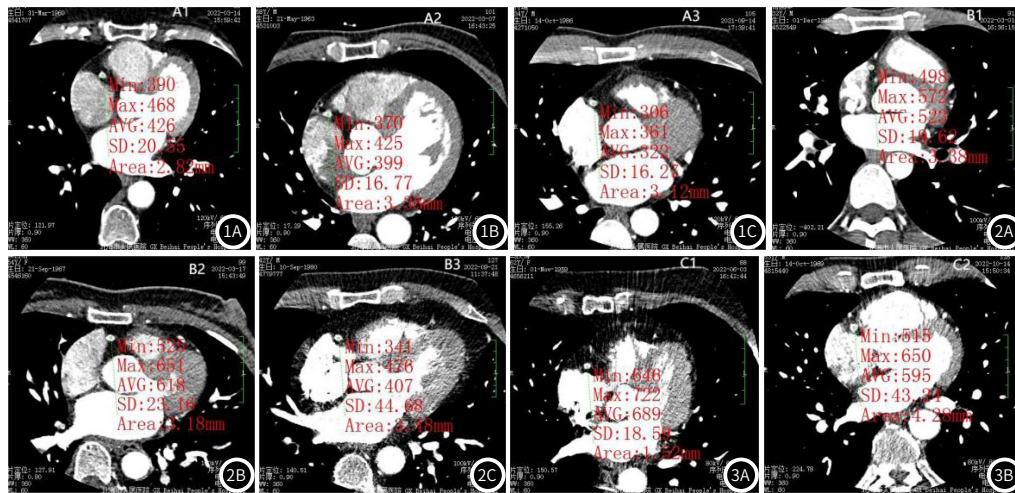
图3B 各组右冠状动脉近段CT值及图像噪声(SD)情况: C组(图3A、3B)CT值最高, A组(图1A、1B、1C)最低。B3小组(图2C)和C2(图3B)小组的SD明显比其它各小组高太多。
